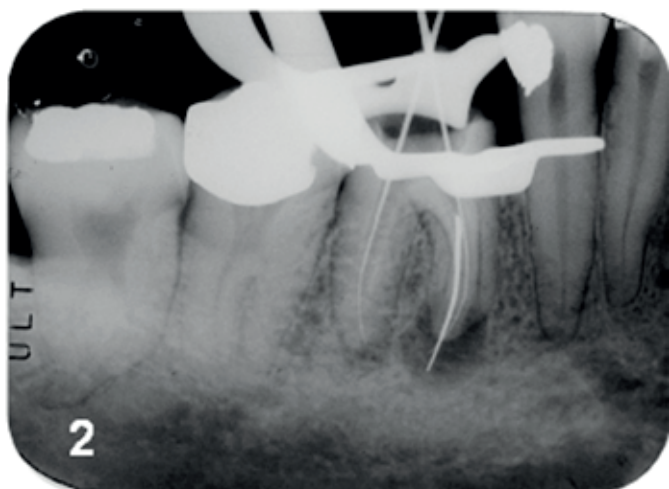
Radiografia de odontometria.
